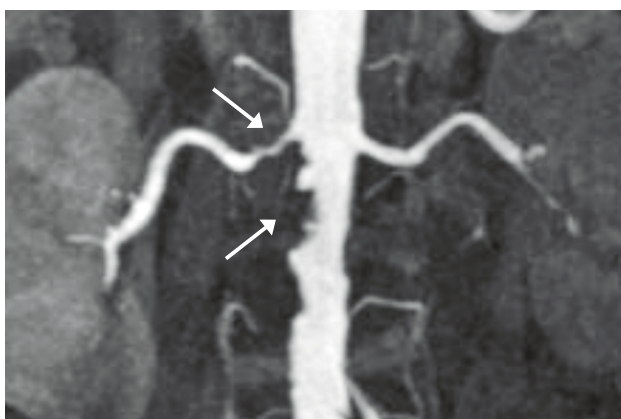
Lesiones ateroscleróticas de aorta abdominal y arteria renal derecha. Imagen obtenida por Angio-Resonancia. Gentileza Dr. Alex Wash, Radiología Clínica Las Condes, Santiago.
